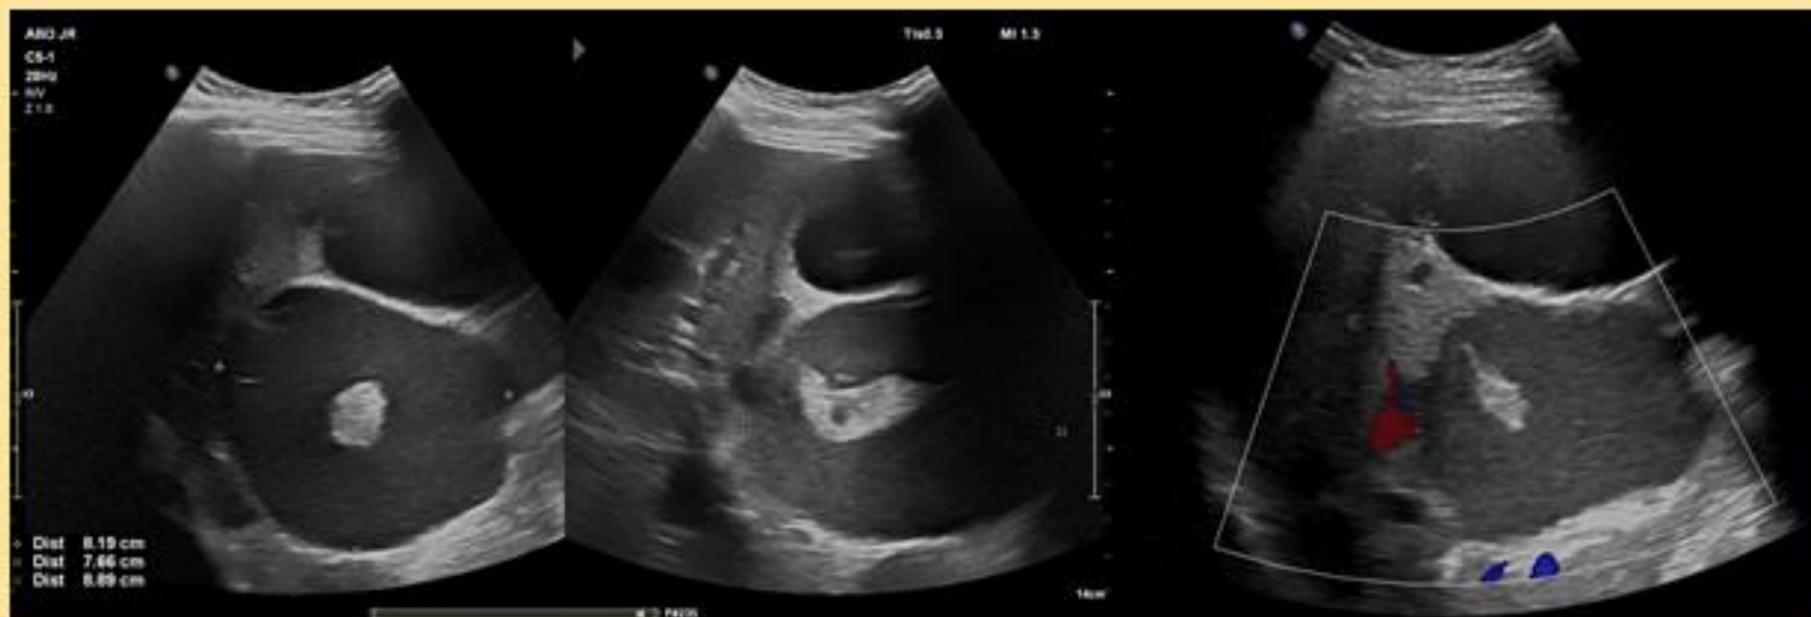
Se mostraba crecimiento de los quistes conocidos con contenido ecogénico fino y móvil y membranas hiperecoicas sin vascularización Doppler, sugerían complicación intraquística.
